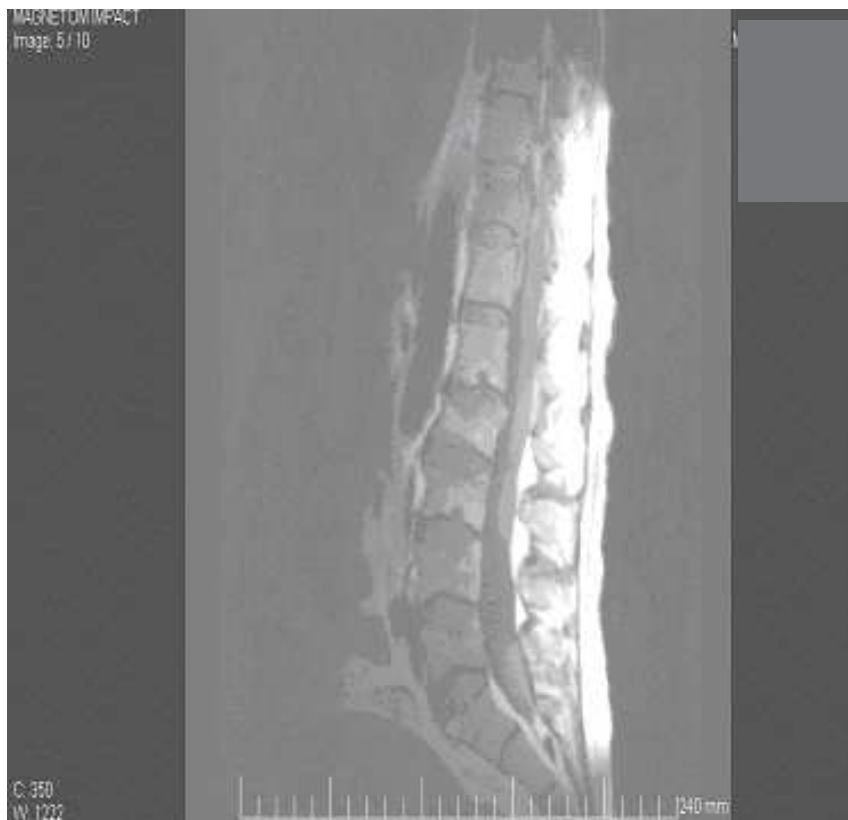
RMN se visualiza en corte sagital, engrosamiento dural difuso con imágenes hiperintensas polilobuladas en segmentos posteriores e inferiores lumbares. Estas imágenes sugieren colecciones epidurales.
